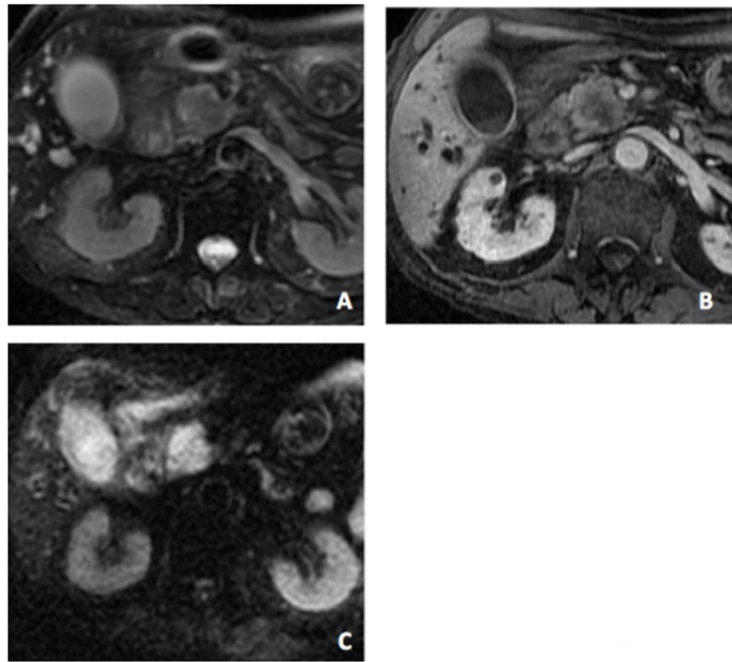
Imágenes de ACDP en RM. A: Secuencia T2 con supresión grasa: lesión heterogénea predominantemente intensa en la cabeza pancreática. B: Secuencia SPGRE 3D (LAVA) con contraste en fase portal. Masa heterogénea con área central de menor realce y contornos irregulares que sobrepasan el contorno pancreático. C: Secuencia de difusión (factor b: 600 s/mm²). Intenso aumento de señal indicativo de restricción.
